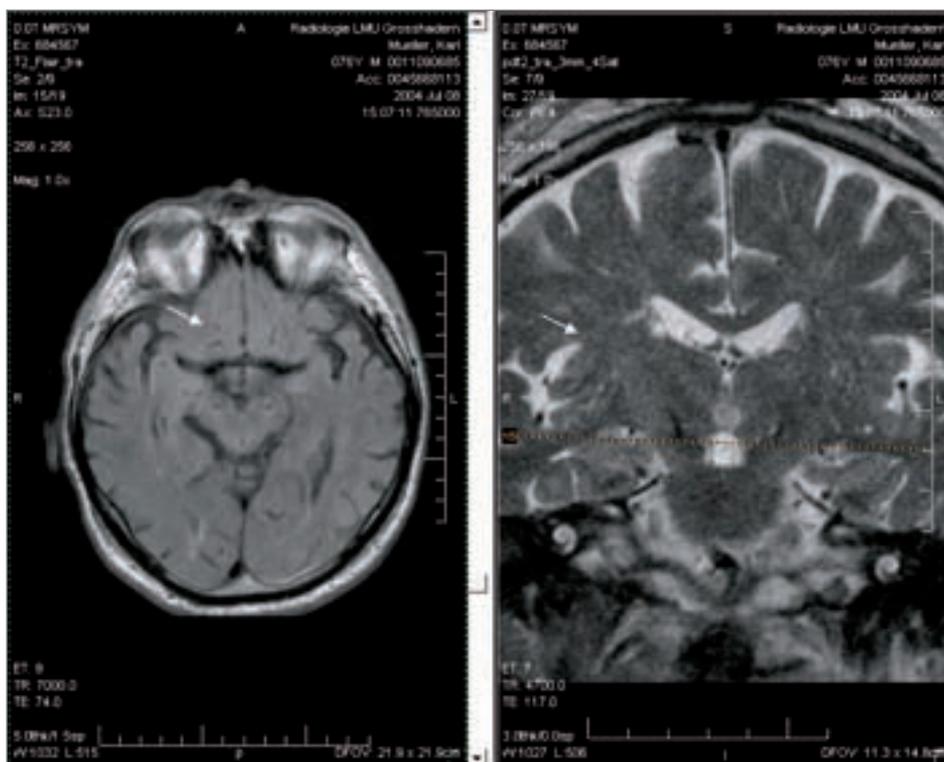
Kernspintomographische Kontrolle der Lage von bilateralen Stimulationselektroden im Bereich des Nucleus subthalamicus (Pfeile markieren Lage der rechtsseitigen Stimulationselektroden).
